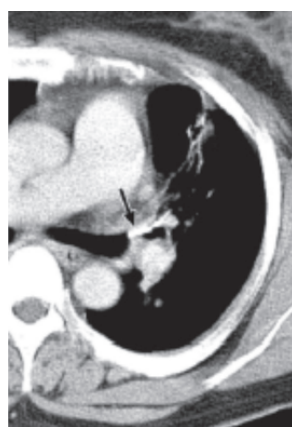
Tomografía ventana mediastino (1).
